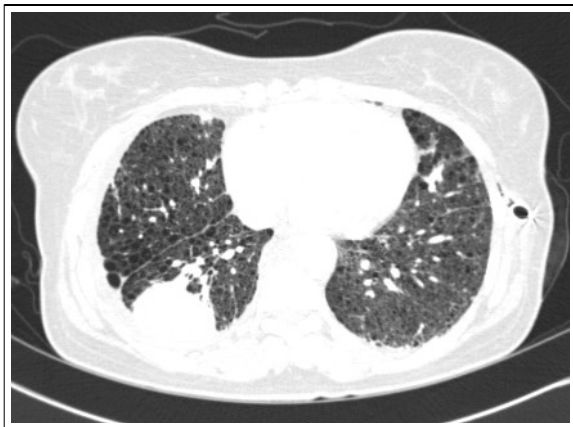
Chest computed tomography shows a 5 x 3 cm-sized mass in right lower lobe and multiple thin-walled small cysts scattered in both lungs.
